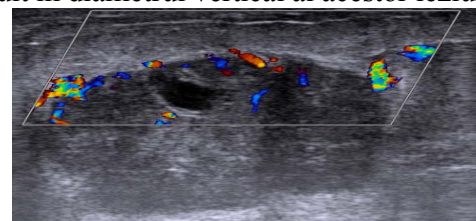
Formațiune nodulară hipocogenă, heterogenă, fără atenuare posterioară, neregulată prezentând pe alocuri microlobulații dar și macrolobulații, semnal Doppler accentuat.
